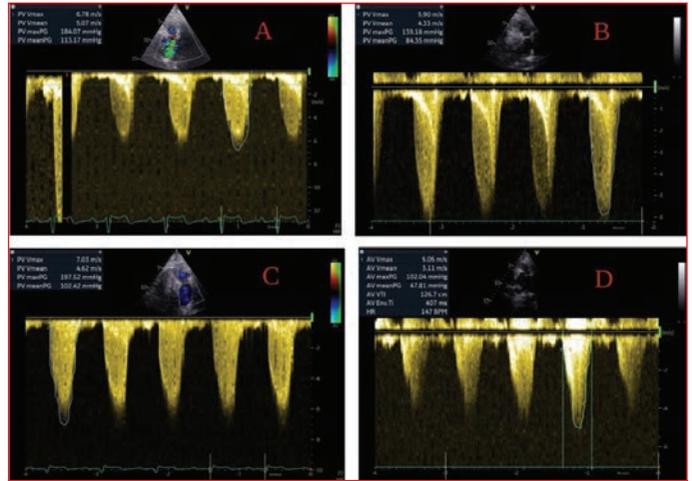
CW doppler Echocardiography (A:28w, B: 36w, C: postpartum, D: post valvuloplasty) CW doppler ekokardiyografide ileri membranöz supralvalvuler pulmoner stenozis izlendi. A görseli 28. haftada (Vmax:6.78 113/184 mmHg gradient), B görseli 36. haftada (Vmax:5.9 84/139 mmHg gradient), C görseli postpartum dönemde (Vmax:7.03 102/197 mmHg gradient), D görseli ise perkütan balon valvüloplasti sonrası (Vmax:5.05 47/102 mmHg gradient) ölçümleri göstermektedir.
